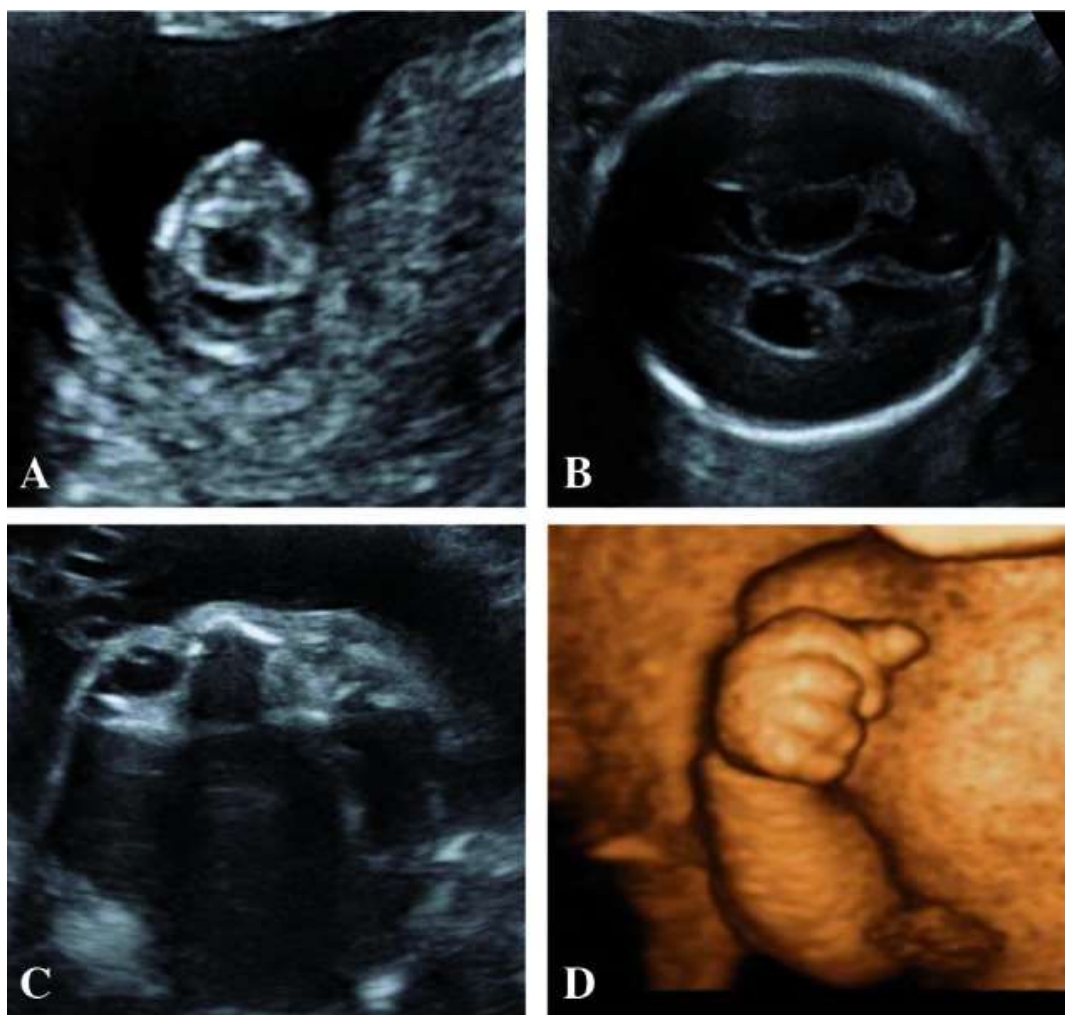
Imagens de ultrassonografia de feto com Síndrome de Edwards: Holoprosencefalia às 11 semanas (A), cistos do plexo coroide às 20 semanas (B), microftalmia unilateral às 30 semanas (C), mãos cerradas e visualização dos dedos indicadores às 32 semanas de gestação(D).
